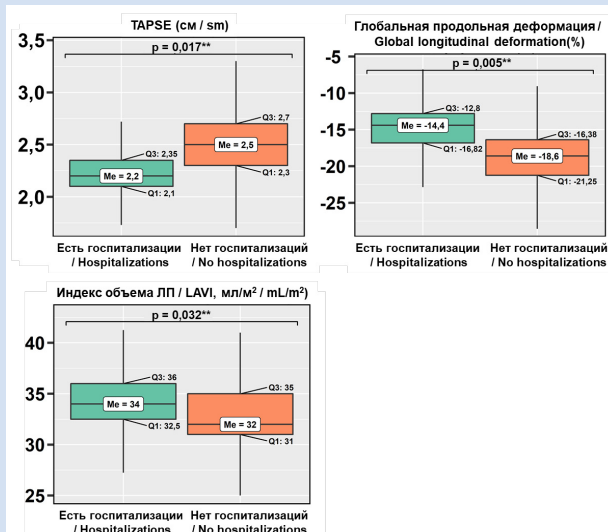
Сравнение пациентов с наличием или отсутствием госпитализаций за период наблюдения по исследуемым эхокардиографическим параметрам
